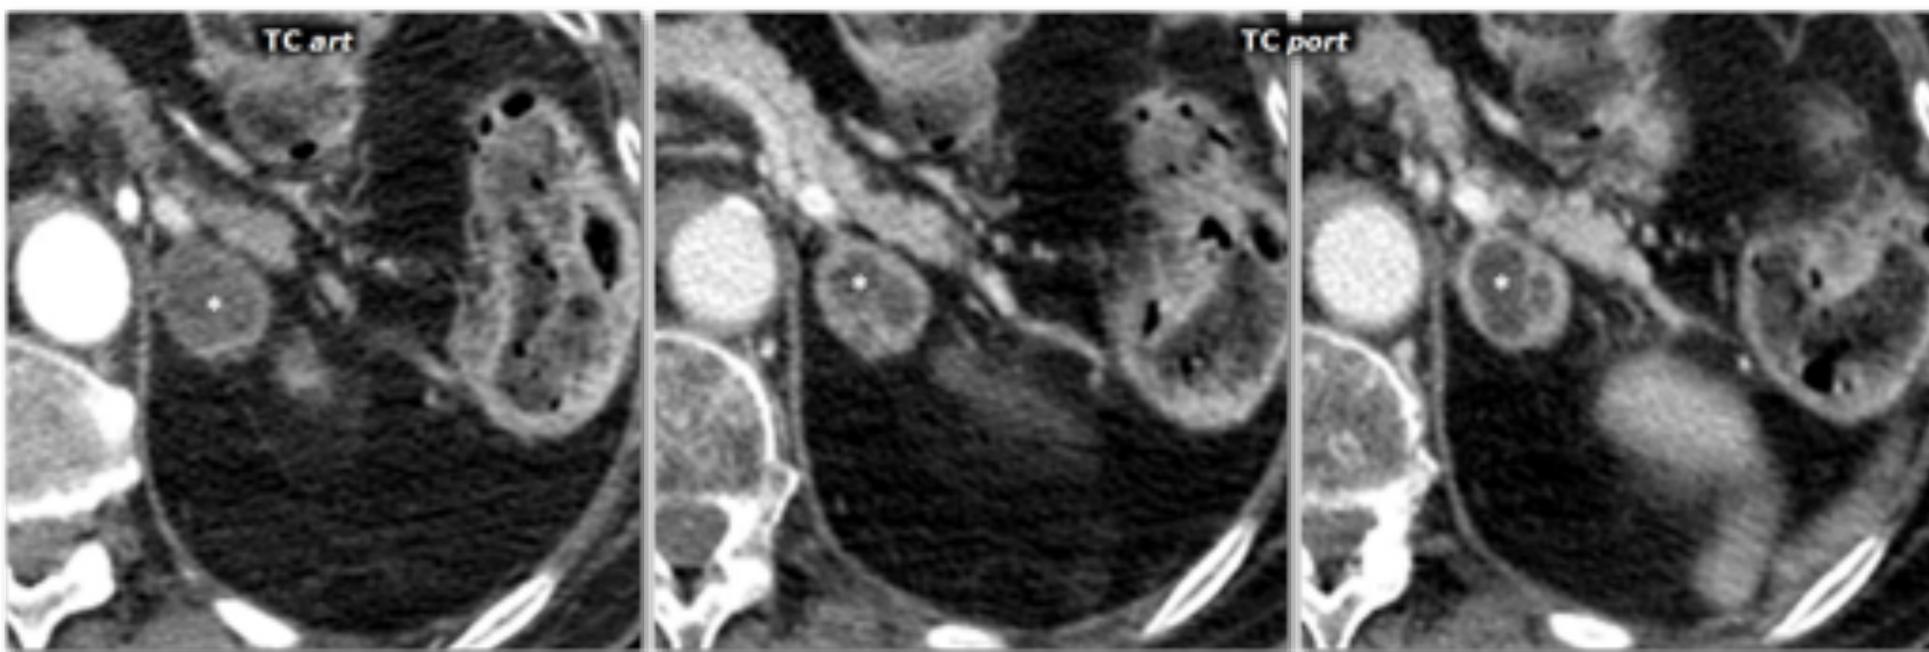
Adenoma con áreas focales quísticas. Mujer de 79 años con diagnóstico final de dermatosis carencial con componente depresivo. En estudio de TC ante la sospecha de síndrome constitucional se detecta una lesión nodular con áreas quísticas (*) en la adrenal izquierda. En la RM, que no podemos mostrar al perderse las imágenes en un lamentable incidente informático, se apreciaba un área sólida con pérdida significativa de señal en fase opuesta, lo que sugería adenoma con cambios quísticos. Siete años después la lesión no se ha modificado en dos controles de TC. No hay datos clínicos ni analíticos de feocromocitoma y no se ha diagnosticado ninguna neoplasia.
